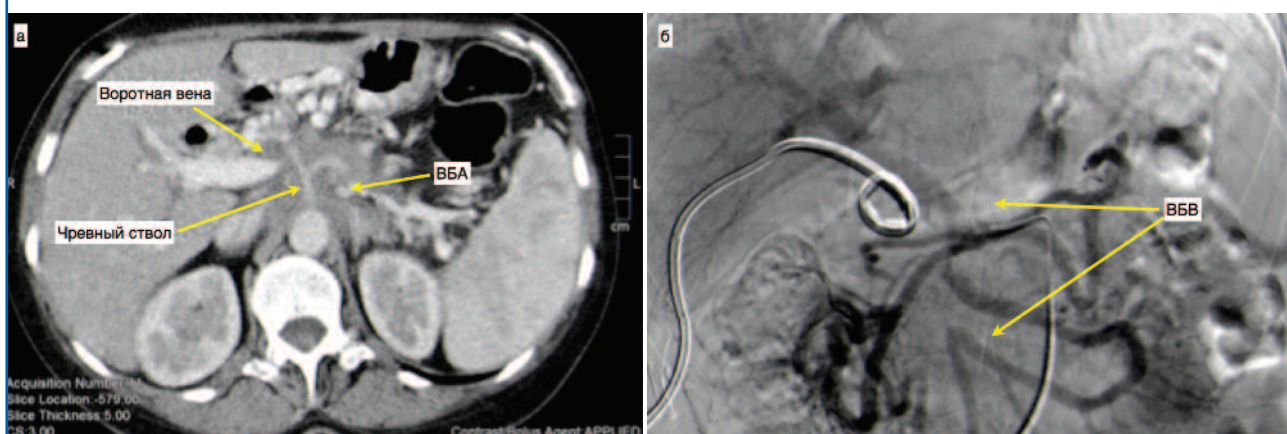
а – больная Ф. 61 года. На томограммах определяется опухоль до 6,5 см с поражением головки и тела ПЖ, вовлечением чревного ствола, ВБА, воротной вены; б – больная Ю. 68 лет. При ангиографии – вовлечение в опухоль верхней ВБВ с переходом на кишечные ветви с развитием коллатералей.
